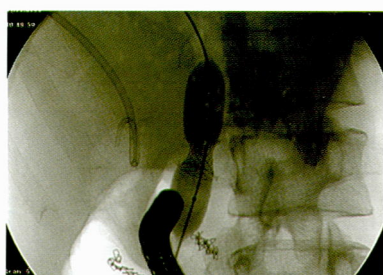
Рентгенограмма. Завершение установки стента: позиционирование стента в пункционном соустье с помощью баллонного катетера.
